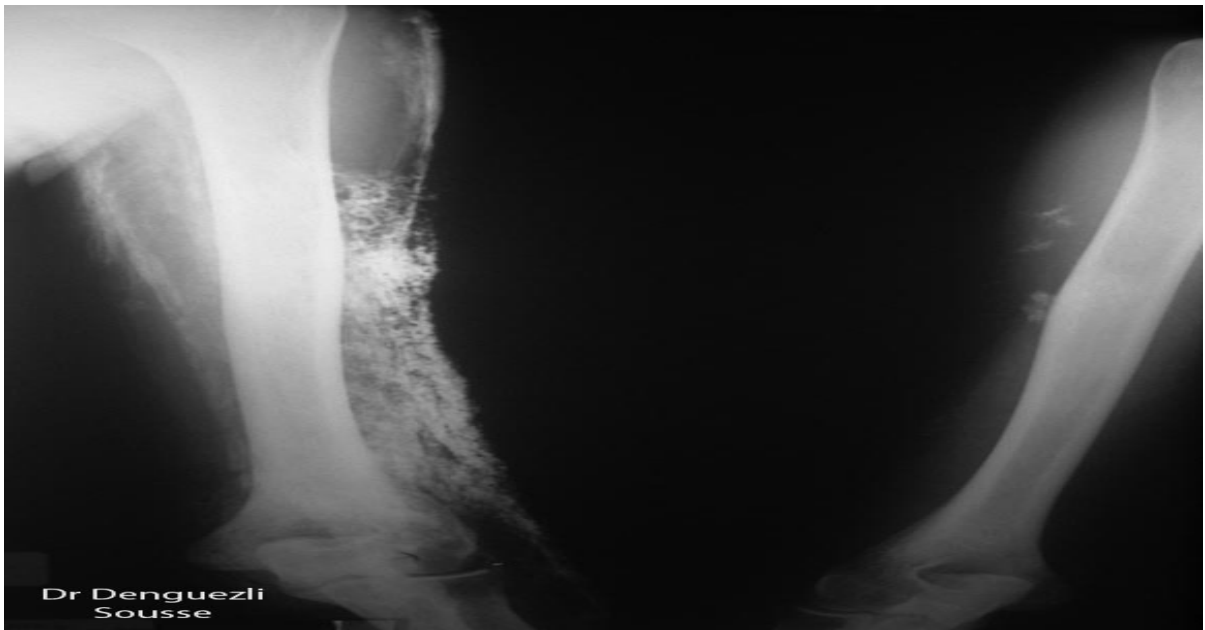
radiographie des deux coudes de face : multiples calcifications en motte
